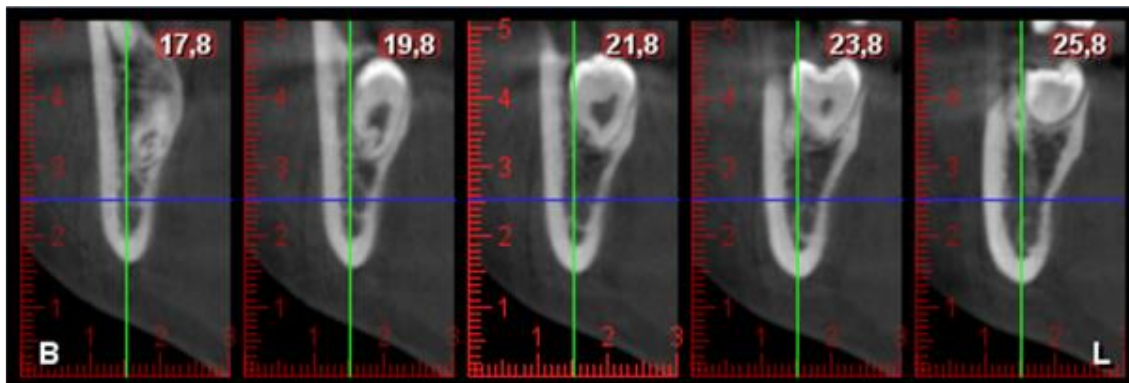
Imagen de tercer molar inferior incluido en tomografía computarizada de haz cónico.
